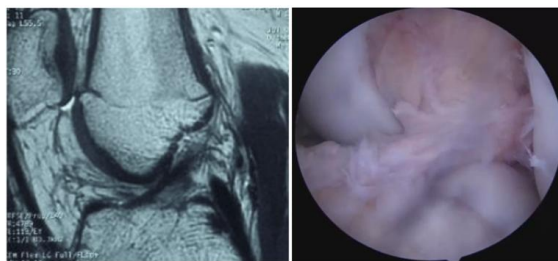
Figure 1: Clinical case: Partial rupture on MRI vs. complete rupture on arthroscopy (18 years old, male, sports accident, right knee, 2 months between trauma and MRI).
